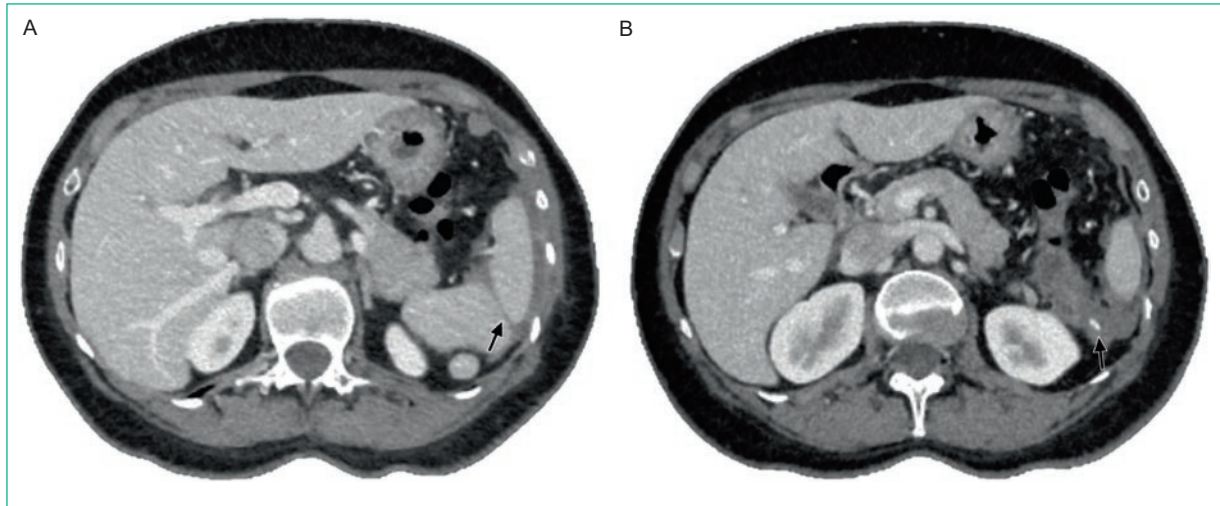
Las imágenes de angiotomografía computarizada axial en fase venosa portal muestran hipodensidad lineal en el parénquima esplénico (flecha) (A), lo que indica laceración, asociada a líquido libre periesplénico. Una imagen lineal hiperdensa en el líquido libre periesplénico (flecha) (B) sugiere extravasación de medio de contraste endovenoso compatible con sangrado activo.
